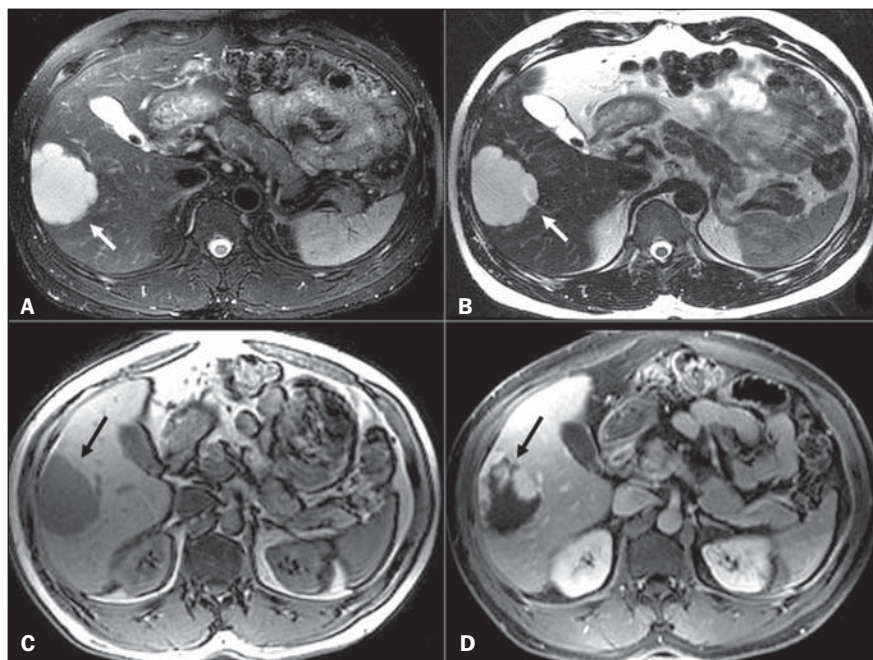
Hemangioma hepático típico na RM (setas). A: FSE T2 com saturação de gordura, TE 90 ms; B: FSE T2 sem saturação de gordura, TE 180 ms; C: GRE T1 pré-contraste; D: GRE T1 fase portal pós-contraste. Notar acentuado hipersinal persistente em T2 e impregnação globular periférica na fase portal pós-contraste.
